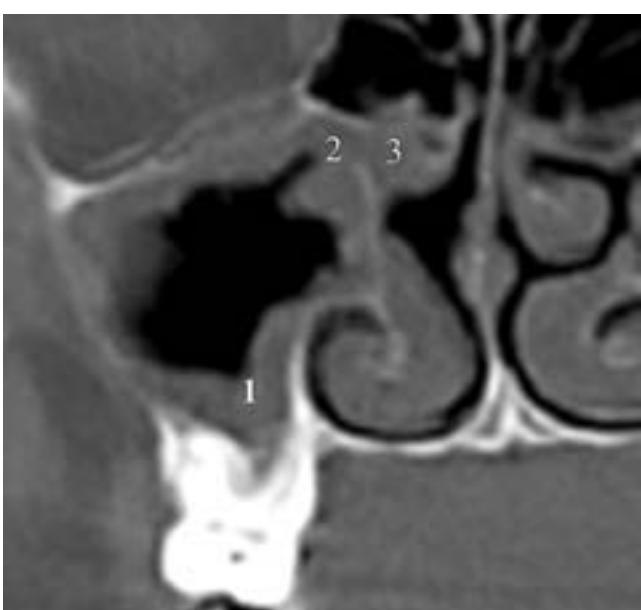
Комп'ютерна томограма хворого на ГБРС
